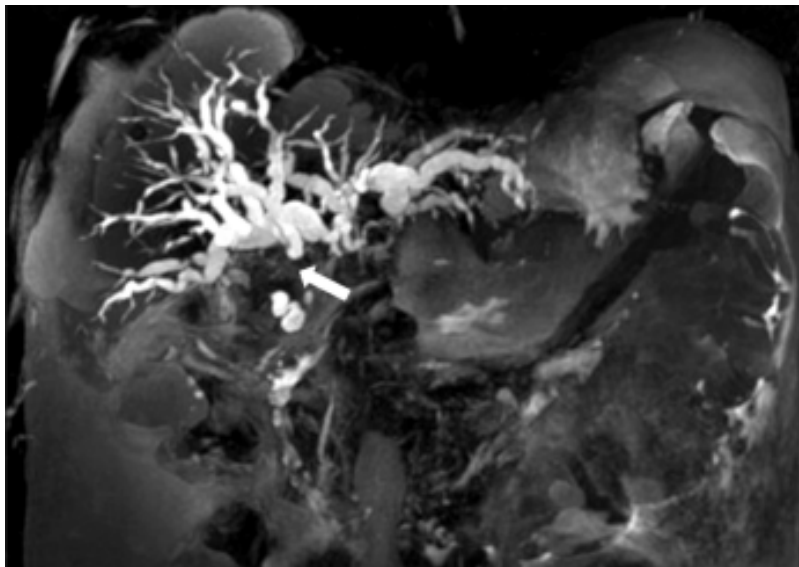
Colangiopancreatografía por resonancia magnética que muestra dilatación de la vía biliar intrahepática, con obstrucción a nivel de hepático común y colédoco extrahepático.
